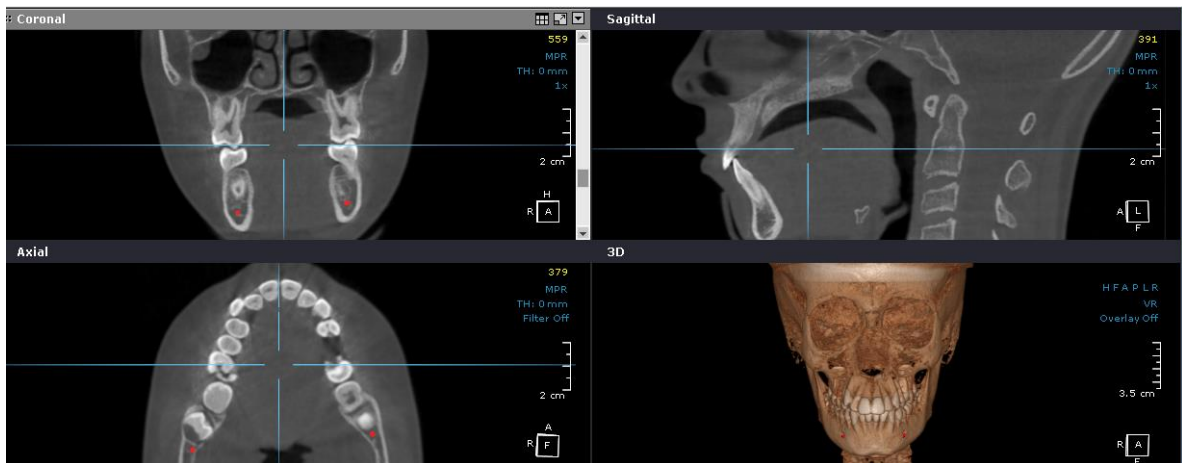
Vista multiplanar (MPR) de CBCT. Vista coronal, sagital y axial.
